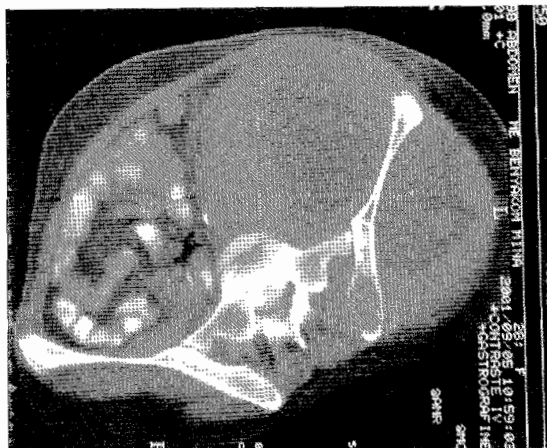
TDM: Masse hypodense hétérogène de part et d'autre de l'os coxal à paroi épaisse
